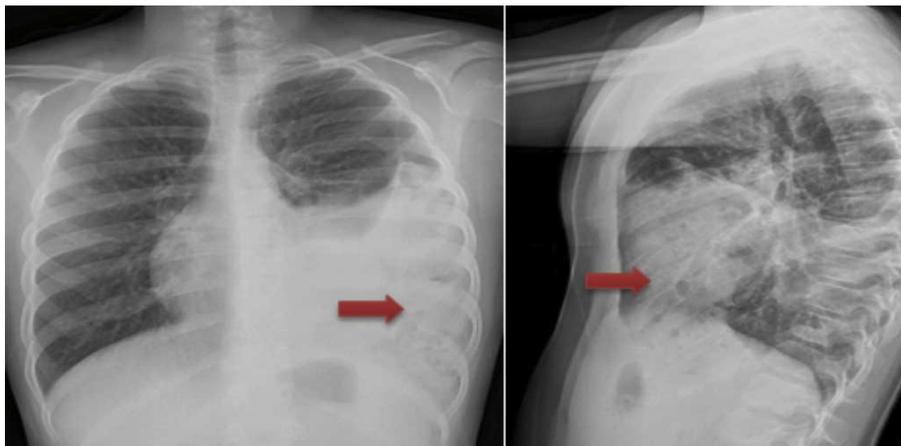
Radiografía de pulmón
